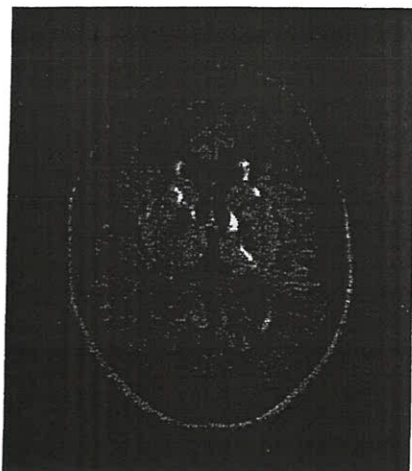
▲ FLAIR („fluid attenuated inversion recovery“-Sequenz der Kernspintomographie einer Patientin mit SAE: In dieser T2-gewichteten Aufnahme stellen sich chronisch ischämische Läsionen der weißen Substanz hyperintens (also hell) dar. Beachte die beidseitigen Hyperintensitäten in der Umgebung des Vorderhorns der Seitenventrikel und der inneren Kapsel
